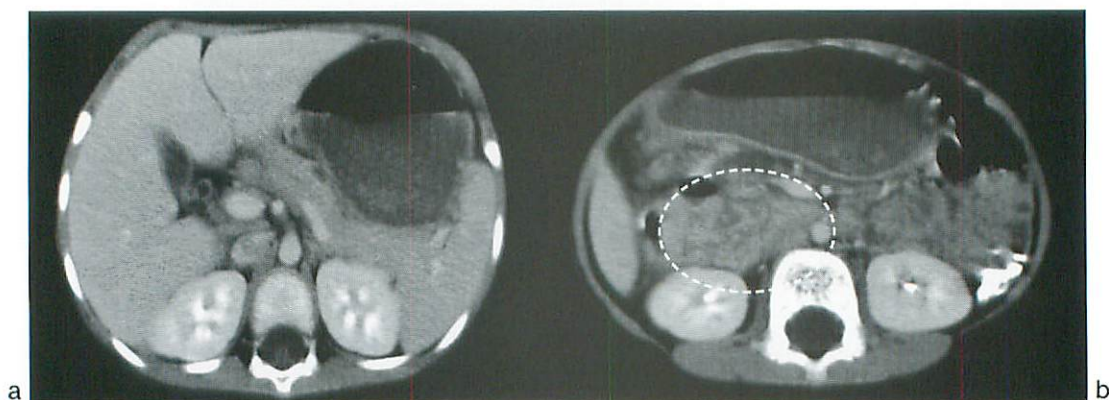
Enhanced CT of the Abdomen
